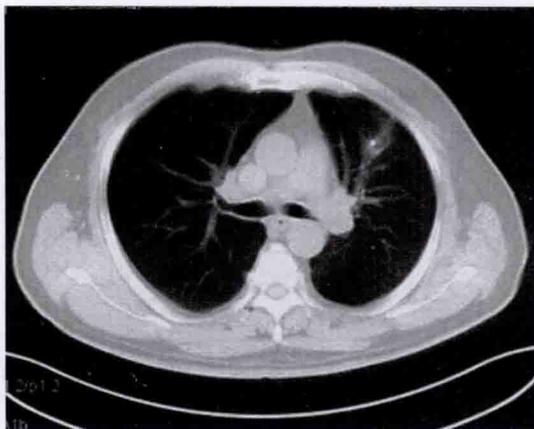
放疗后 1 个月胸部 CT(肺窗)
